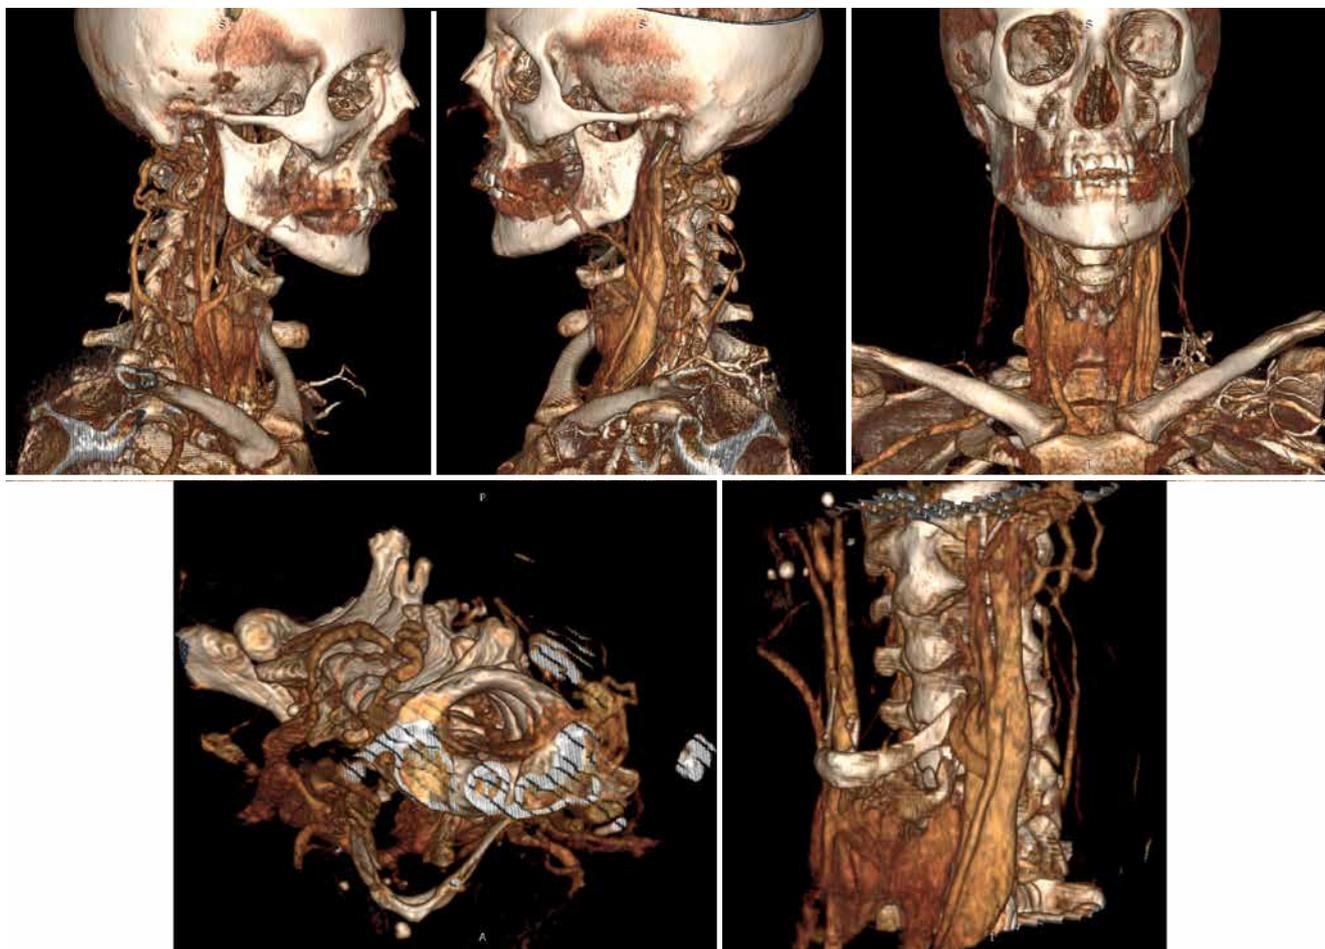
Компьютерно-томографическая ангиография, артериальная фаза. 3D-моделирование
